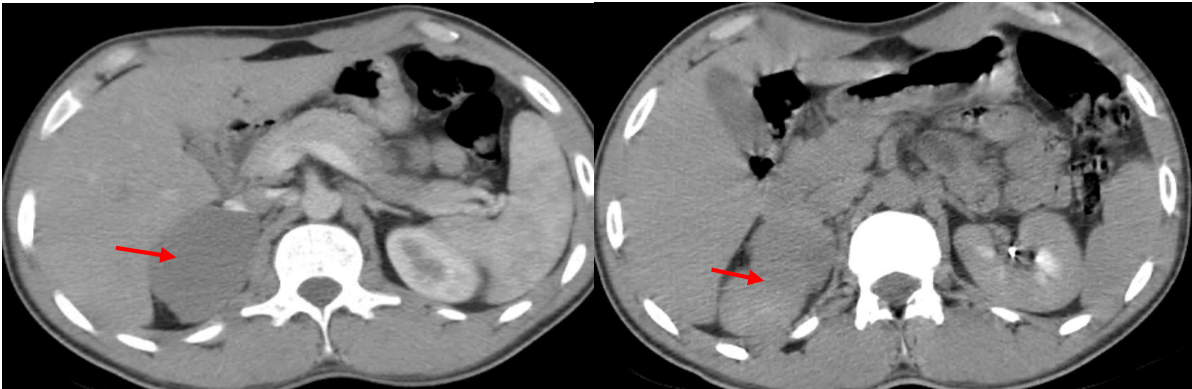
coupe axiale de la TDM abdominale contrée sur les surrénales qui montre une masse tissulaire surrenalienne droite homogène bien limitée discrètement rehaussé de façon non significative (prise de contraste < 10 UH) au temps artériel et portal avec prise de contraste modérée au temps tardif (15 UH) mesure 64 x 51 x 61 mm des diamètres en faveur d'un ganglioneurome
